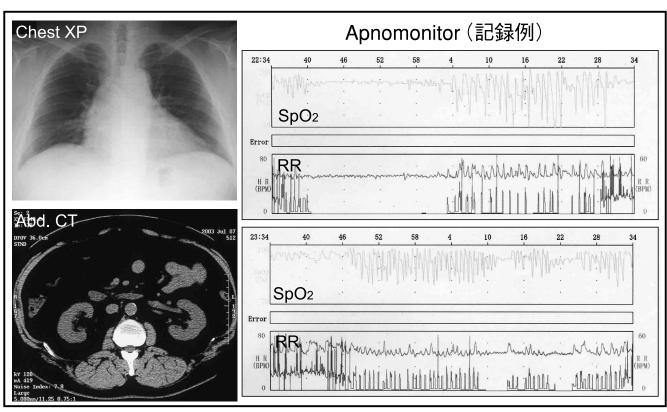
症例 2 の胸部 XP, 腹部 CT および Apnomonitor 検査所見
